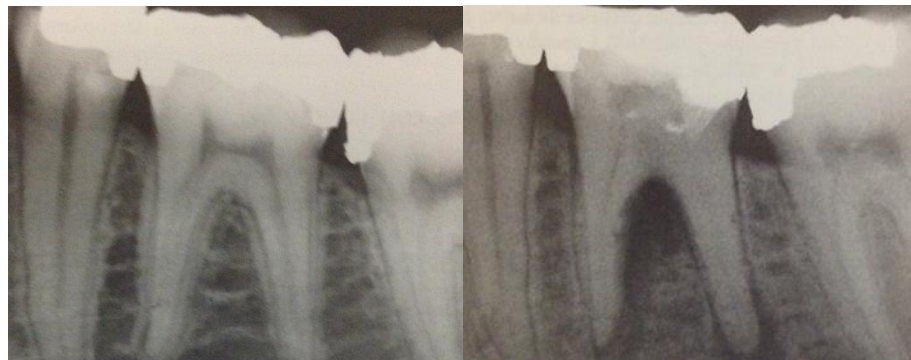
Radiografía tomada cuando el paciente refiere los primeros síntomas, se toma una radiografía 13 años después observando calcificación de la cámara pulpar.³
